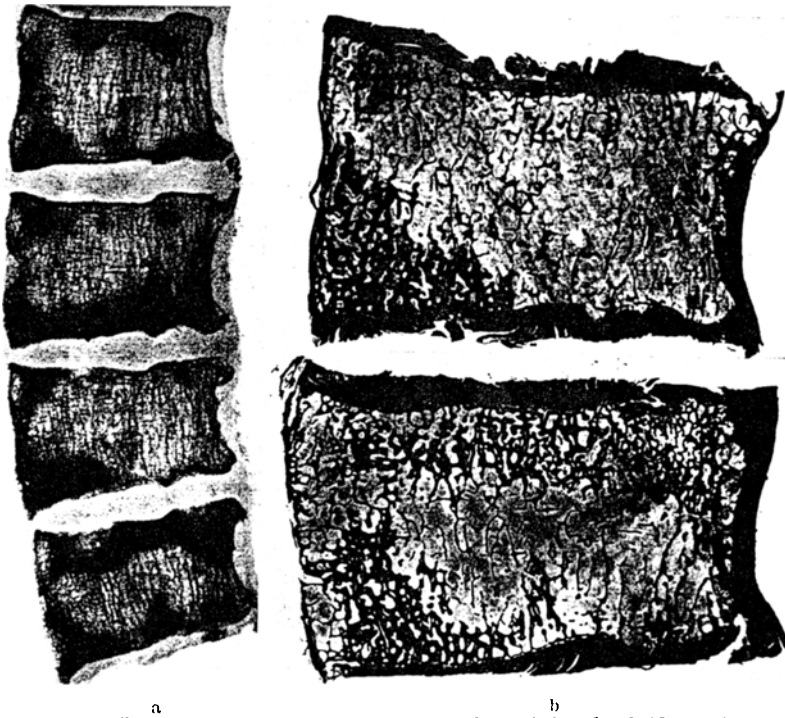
a Röntgenbild einer median-sagittalen Sägescheibe der beiden untersten Brust- und obersten Lendenwirbel. (Natürliche Größe.) b Die beiden unteren Wirbel des Röntgenbildes im Übersichtsschnitt (von Gieson, Vergr. 1 : 2,2).
